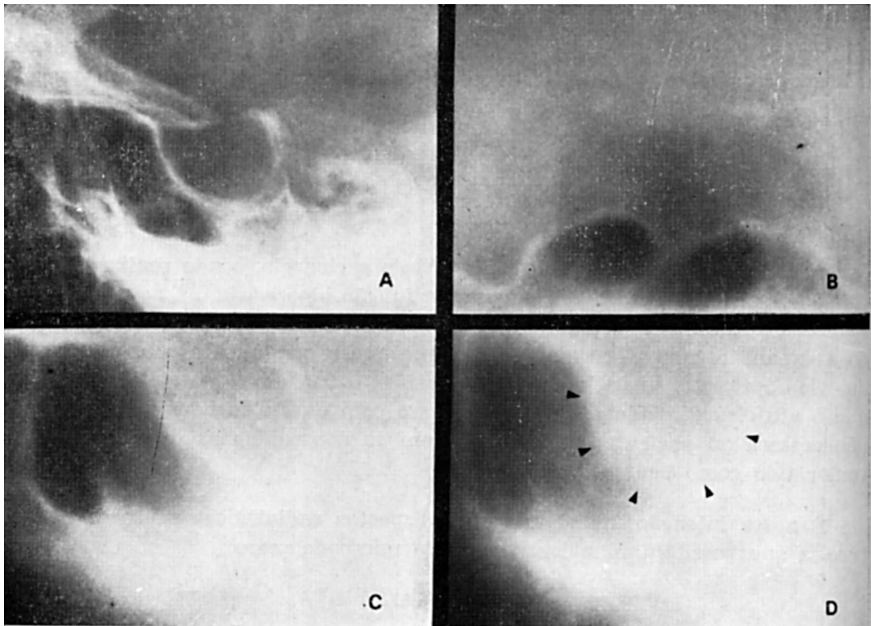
Caso de microadenoma a hormônio somatotrófico (acromegalia): em A, sela túrcica de dimensões dentro do limite superior do normal com a parede simulando estar espessada; em B, tomografia na incidência de face mostrando desnível acentuado do assoalho na região paramediana esquerda; em C, tomografia na incidência lateral da hemissela direita normal; em D, secção paramediana esquerda mostra o balonamento da sela, a bosseladura antero-inferior com cortical adelgaçada. O tumor tinha 1 cm de diâmetro.
